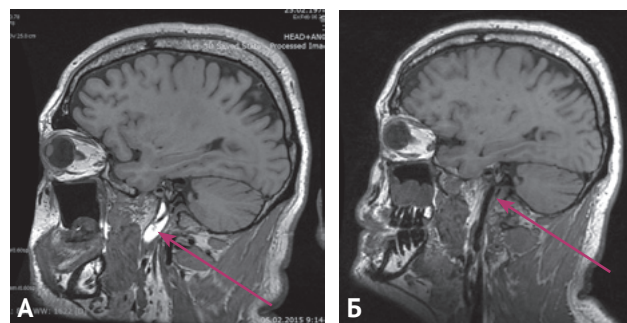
Исследования пациента с диссекцией и тромбозом экстракраниального отдела внутренней сонной артерии. Больной не оперирован. Магнитно-резонансная томография головного мозга (T1 режим): А – 1-е сут инсульта. Визуализируются диссекция и тромбоз левой внутренней сонной артерии (стрелка); Б – через 2 мес. Отчетливая положительная динамика реканализации тромбоза левой внутренней сонной артерии (стрелка)
